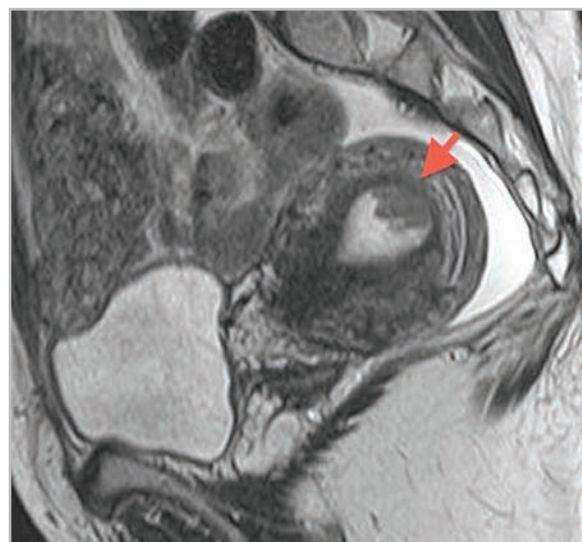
МР-томограмма органов малого таза у больной раком эндометрия (T2-ВИ в сагиттальной плоскости). Стрелка указывает на гипоинтенсивное образование в полости матки (на фоне гиперинтенсивного сигнала от эндометрия), не имеющего в основании четкой границы с «соединительной» зоной — признак начальной инвазии в миометрий
